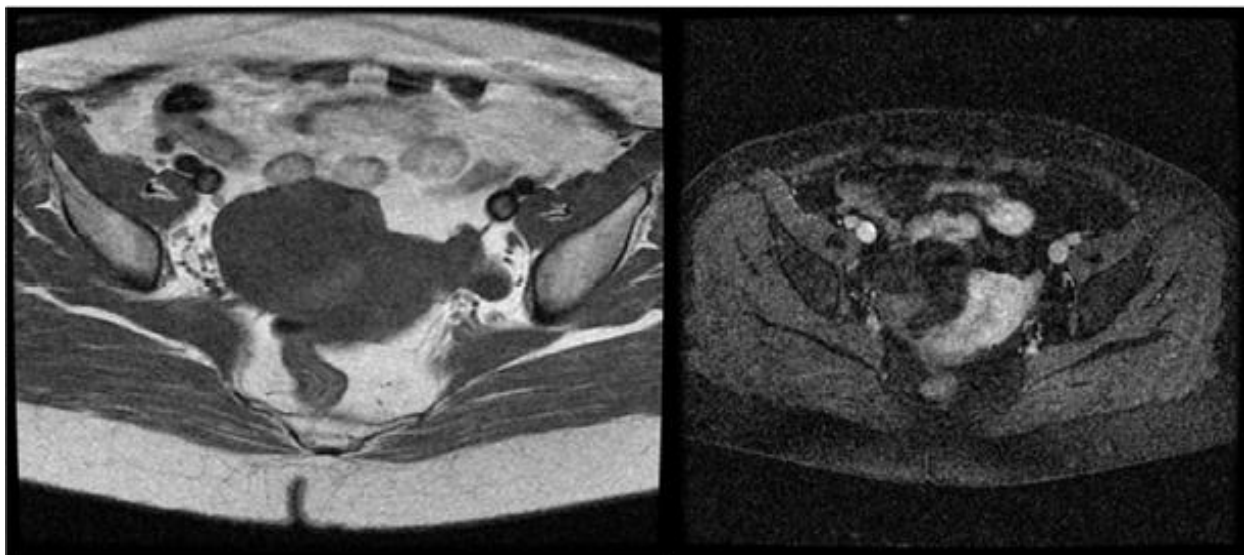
IRM coupe axiale qui montre un Kyste multiloculaire latéro- utérin droit correspondant à une tumeur ovarienne droite, épithéliale plutôt mucineuse [35]
